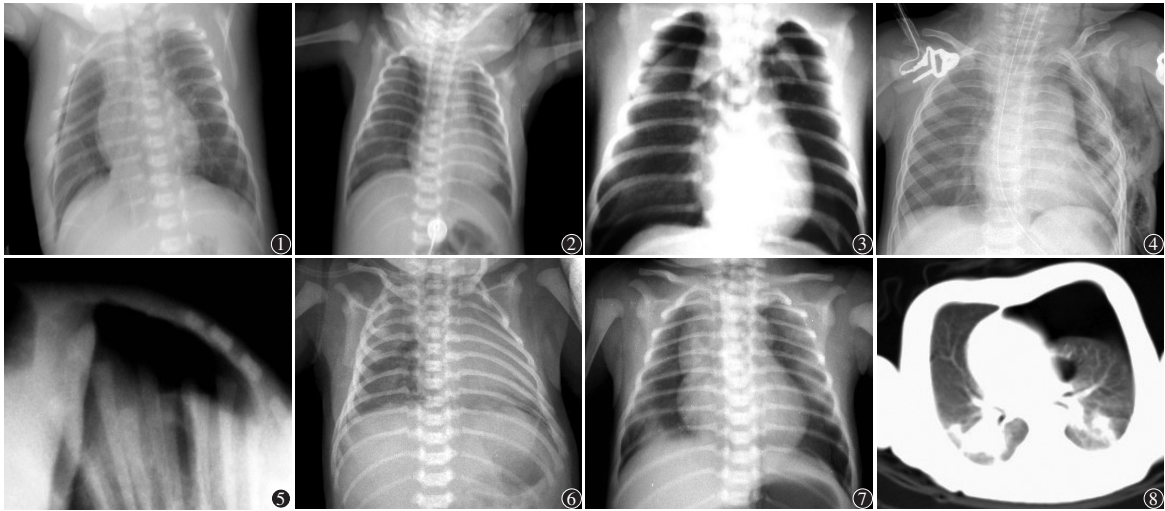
患儿生后32 h,右外带气胸;右侧胸腔外带见细条带状无肺纹理透亮区,内侧见压缩的肺组织边缘 图2 患儿生后16 h,内侧气胸;两侧胸腺、心脏与肺内缘见异常透亮带,右侧明显 图3 患儿生后42 h,双侧气胸、纵隔积气;胸腺周围异常透亮,胸腺呈“翼状”上抬 图4 患儿生后48 h,机械通气后,左侧少量气胸,右颈部、左侧胸壁、腹壁皮下积气 图5 患儿生后15 h,纵隔积气(仰卧水平侧位):胸廓隆起,前胸壁与纵隔心影之间异常透亮,心影纵隔向后移位 图6 患儿生后6 h,间质性肺气肿;右肺内带局部透亮度增高,中内带见囊状透亮区 图7 患儿生后20 h,双侧气胸伴吸入性肺炎:两下肺肋膈角区及两肺内带心缘旁见透亮气体影,右下肺见斑片状影 图8 患儿生后30 h,左侧气胸伴吸入性肺炎(CT扫描):左侧胸腔前部见无肺纹理透亮区,两下肺斑片状影
